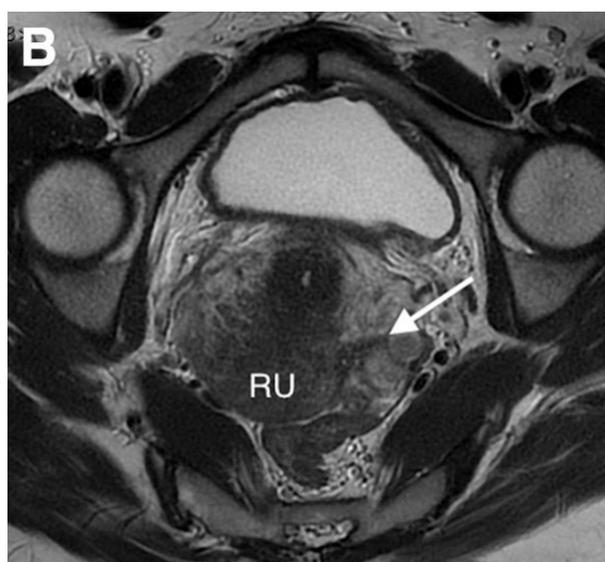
Image d'IRM pondérée en T2 chez une patiente avec un utérus rétroversé (RU) montrant un épaissement linéaire irrégulier du ligament utéro sacré gauche (flèche)
